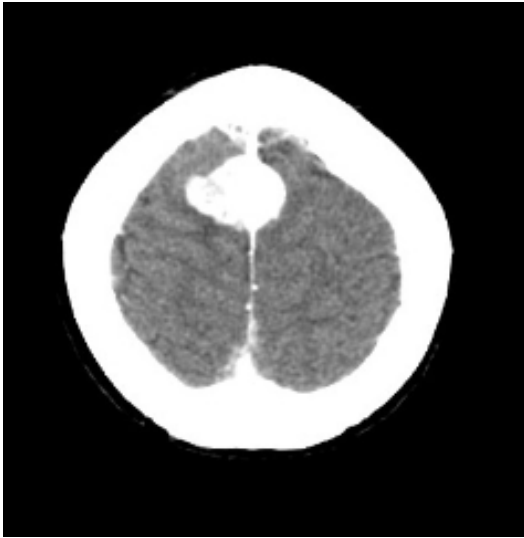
TC con contrasto piano assiale
